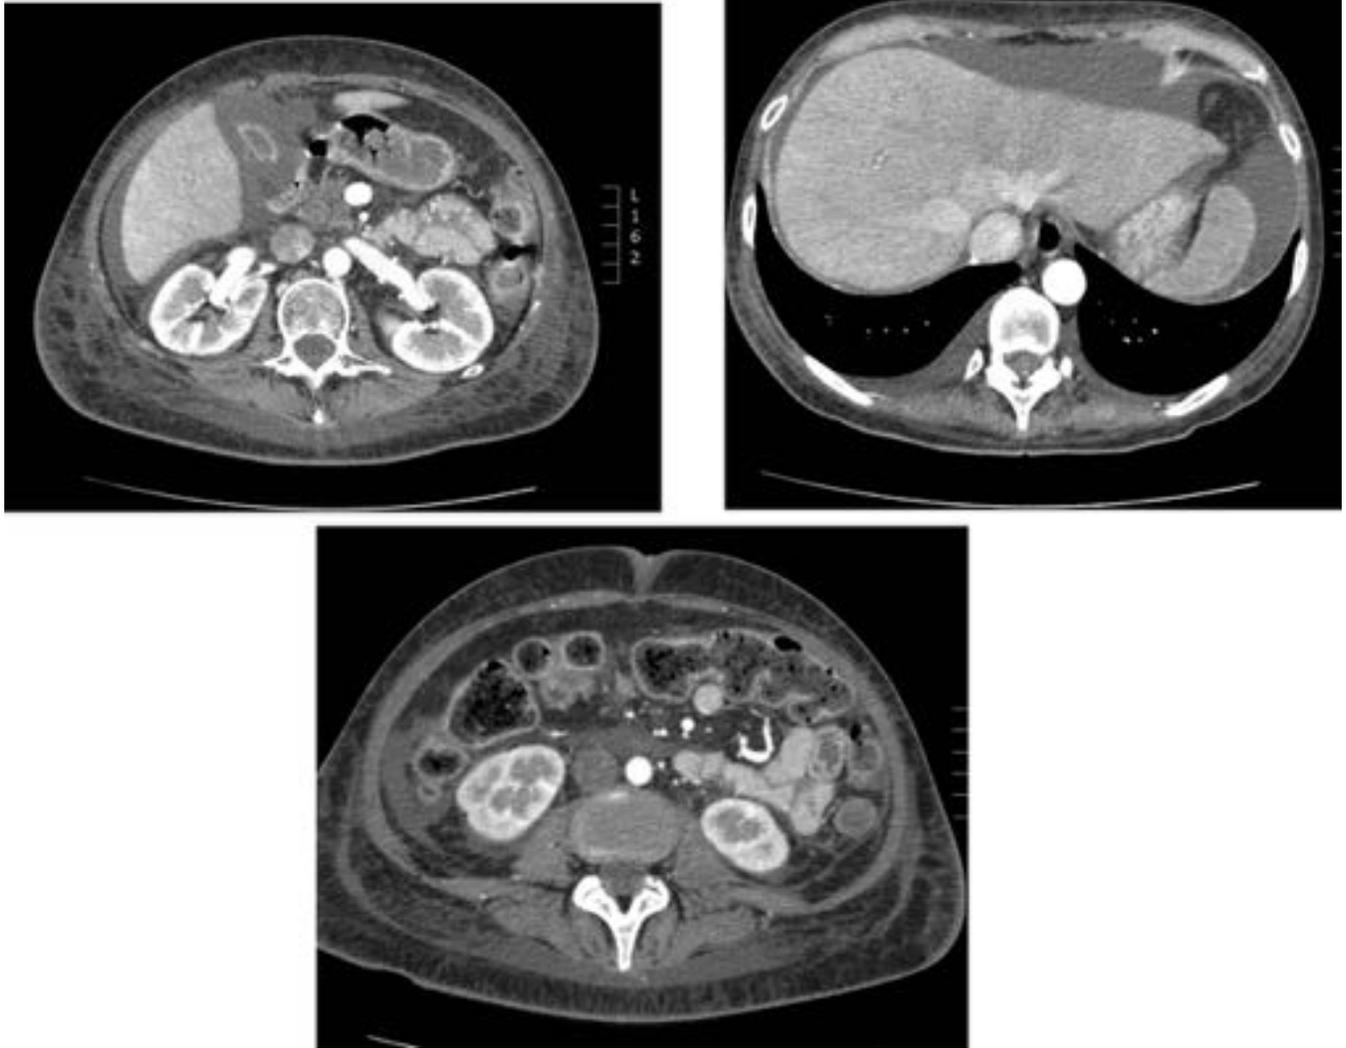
TC :LMA.Trasplante de médula ósea. EICH. Edema periportal.Ascitis.Engrosamiento pared vesicular.
